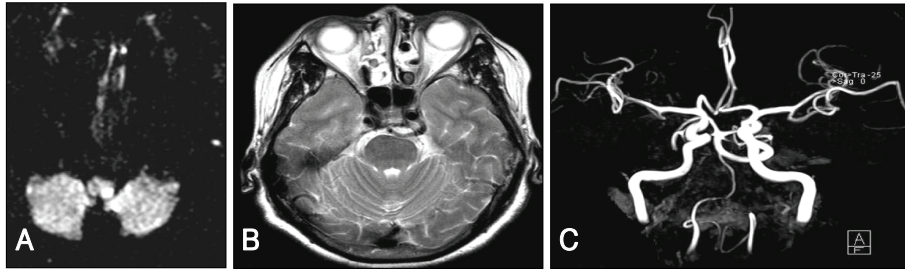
Brain MRI and MRA of the patient. Axial diffusion-weighted image (A) shows acute lateral medullary infarction and axial T2-weighted image (B) and MRA (C) show the left persistent trigeminal artery connecting the carotid and the basilar artery. The basilar artery proximal to the connection is very hypoplastic. Also, the left vertebral artery is atretic or occluded. MRA: magnetic resonance angiography.
